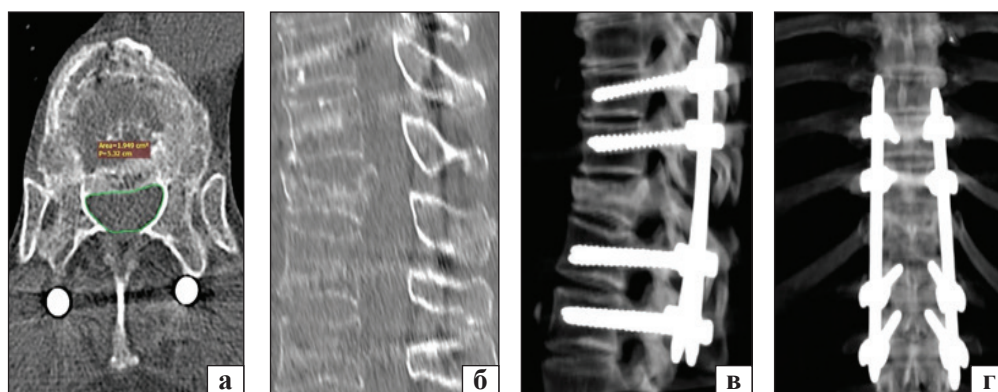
СКТ пацієнта В., виконано на 2-й день післяопераційного періоду: а — аксіальний зріз на рівні середини кореня дуги хребця Th_{XII}; б — серединна сагітальна реконструкція. Оглядова спондилографія ділянки ГПП у бічній (в) та передньо-задній (г) проєкціях
